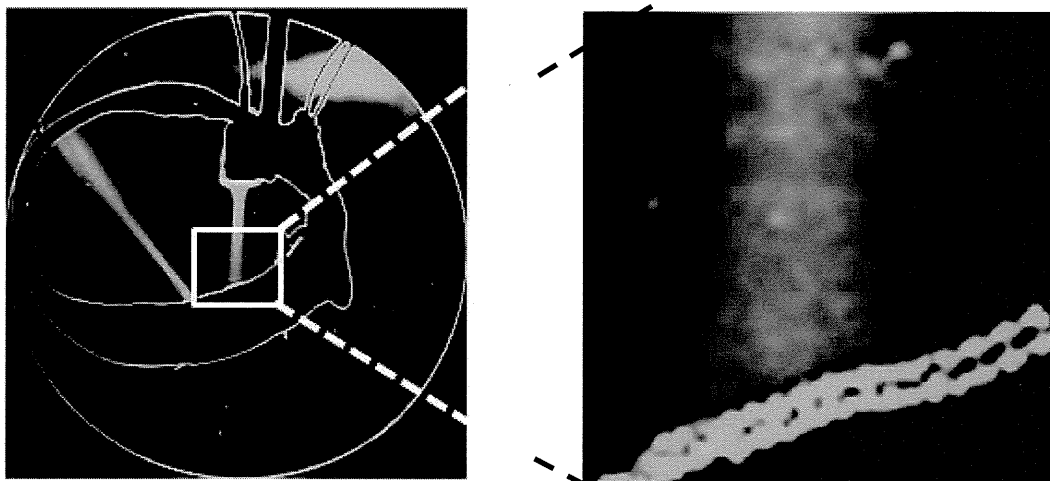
ヒト頭蓋骨内面での超音波が形成する定在波の例
